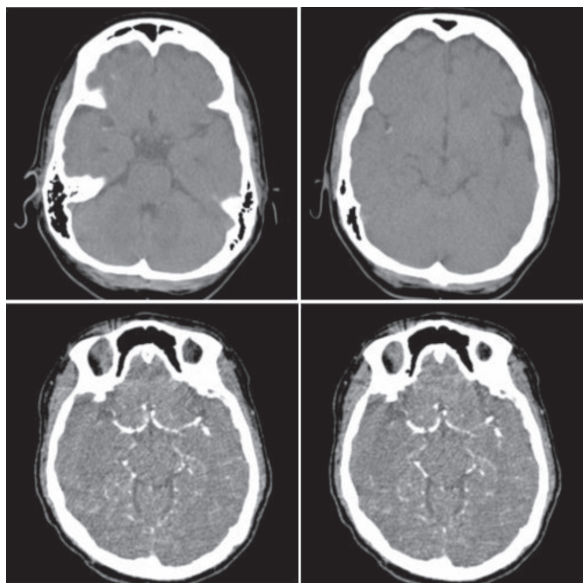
Tomografía computarizada en la cual se observa un trombo en la porción distal de la arteria cerebral media derecha, discreta hipodensidad y mala definición de los ganglios basales ipsilaterales con edema hacia la región insular.
